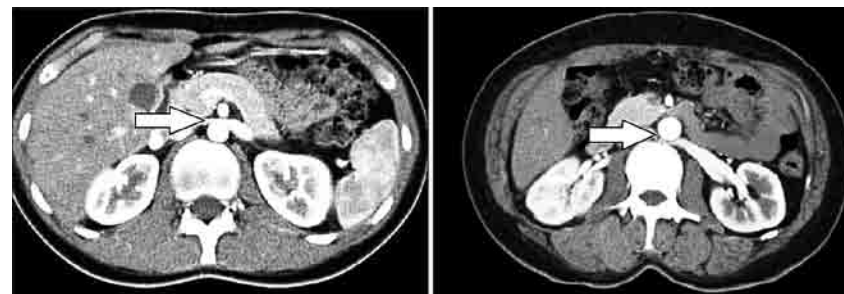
Компьютерная томография брюшной полости на уровне L1 у пациентов с варикоцеле вследствие веной почечной гипертензии. Слева – «Nutcracker syndrome», справа – «Posterior nutcracker syndrome». Стрелкой указано место компрессии левой почечной вены: слева – между верхней брыжеечной артерией и аортой, справа – между аортой и телом позвонка
